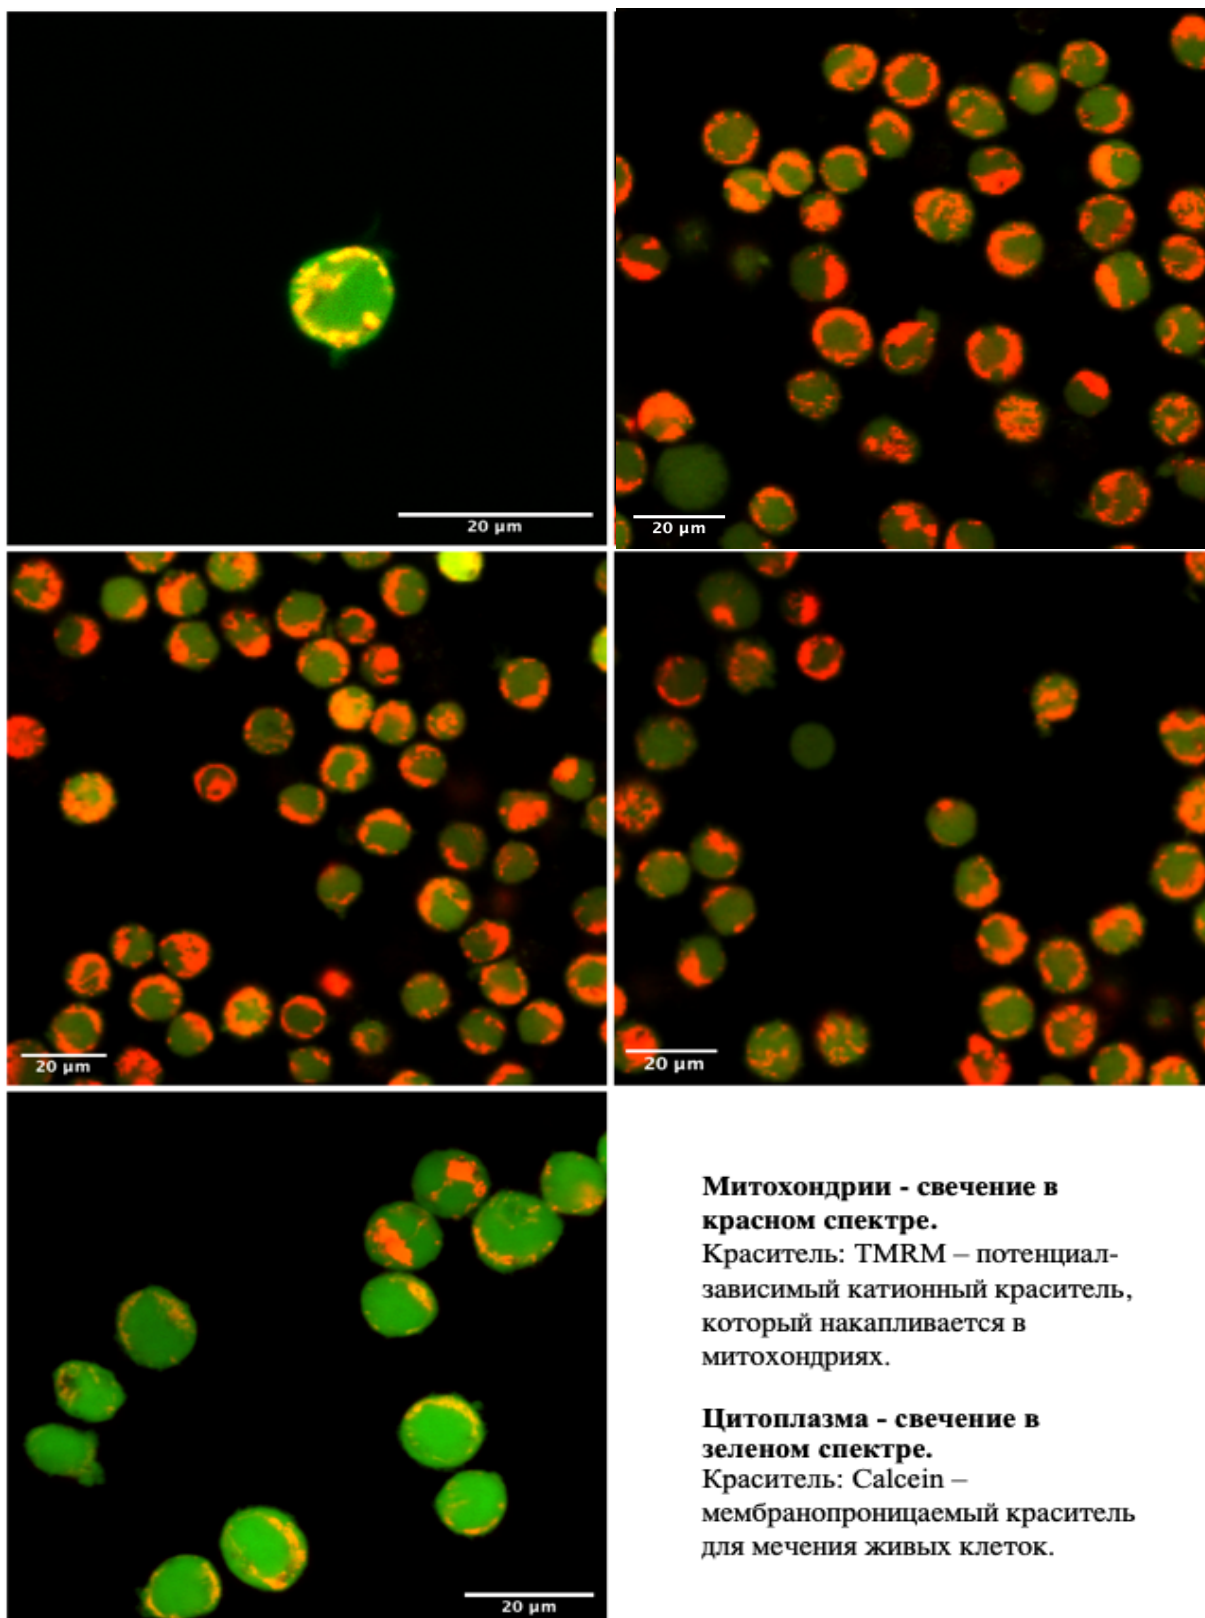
Микрофотографии гибридной линии с низким суммарным уровнем гетероплазмы (TC-LSM1).
